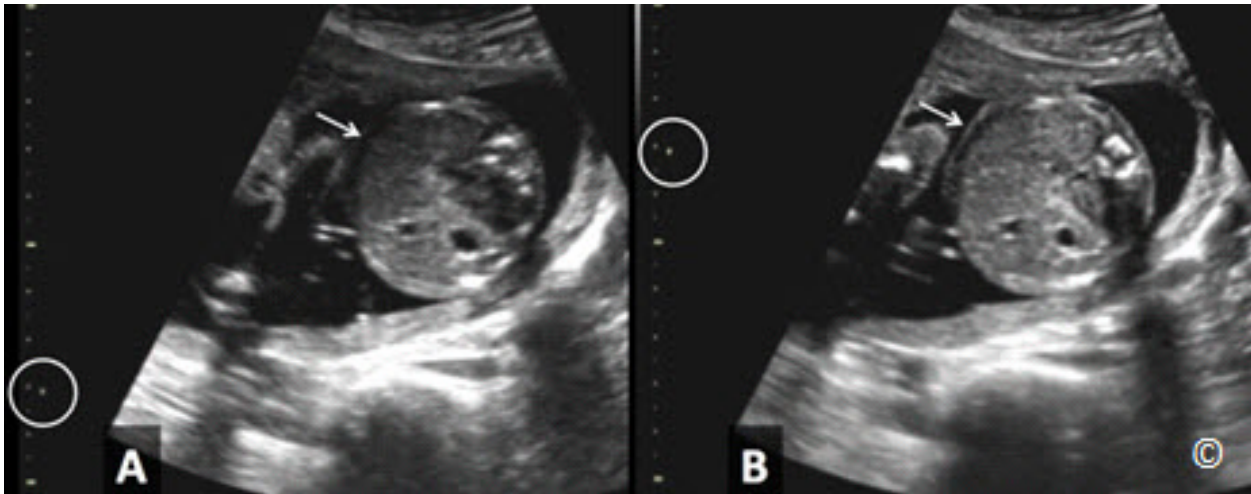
A y B: Ecografía en el plano transversal del abdomen fetal. En A, la zona focal se aplica erróneamente y distal a el órgano en estudio (círculo). Observe la resolución mejorada (flechas - comparar A a B) del órgano en estudio (abdomen) en B, donde se aplica con precisión la zona focal (círculo).
